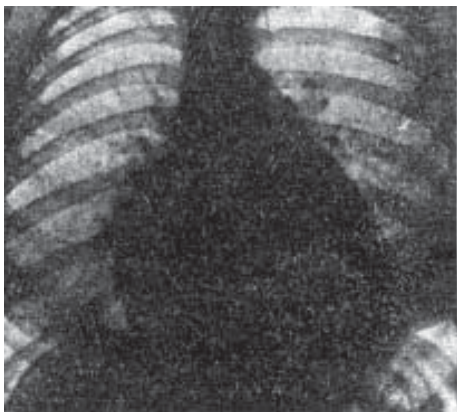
Рентгенографічна конфігурація серця при стенозі мітрального клапана: збільшення лівого передсердя і правого шлуночка, згладженість талії серця.
